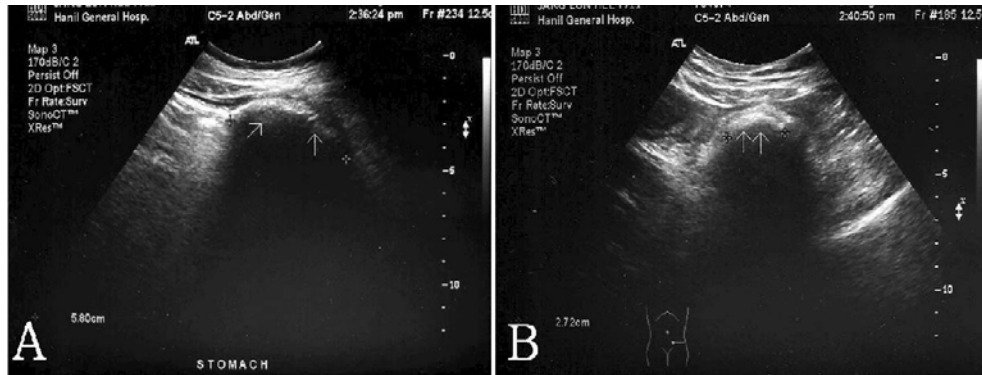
Ultrasonography reveals the echogenic arc at the anterior margin of the lesion associated with acoustic shadowing in the stomach(A) and proximal ileum(B).
